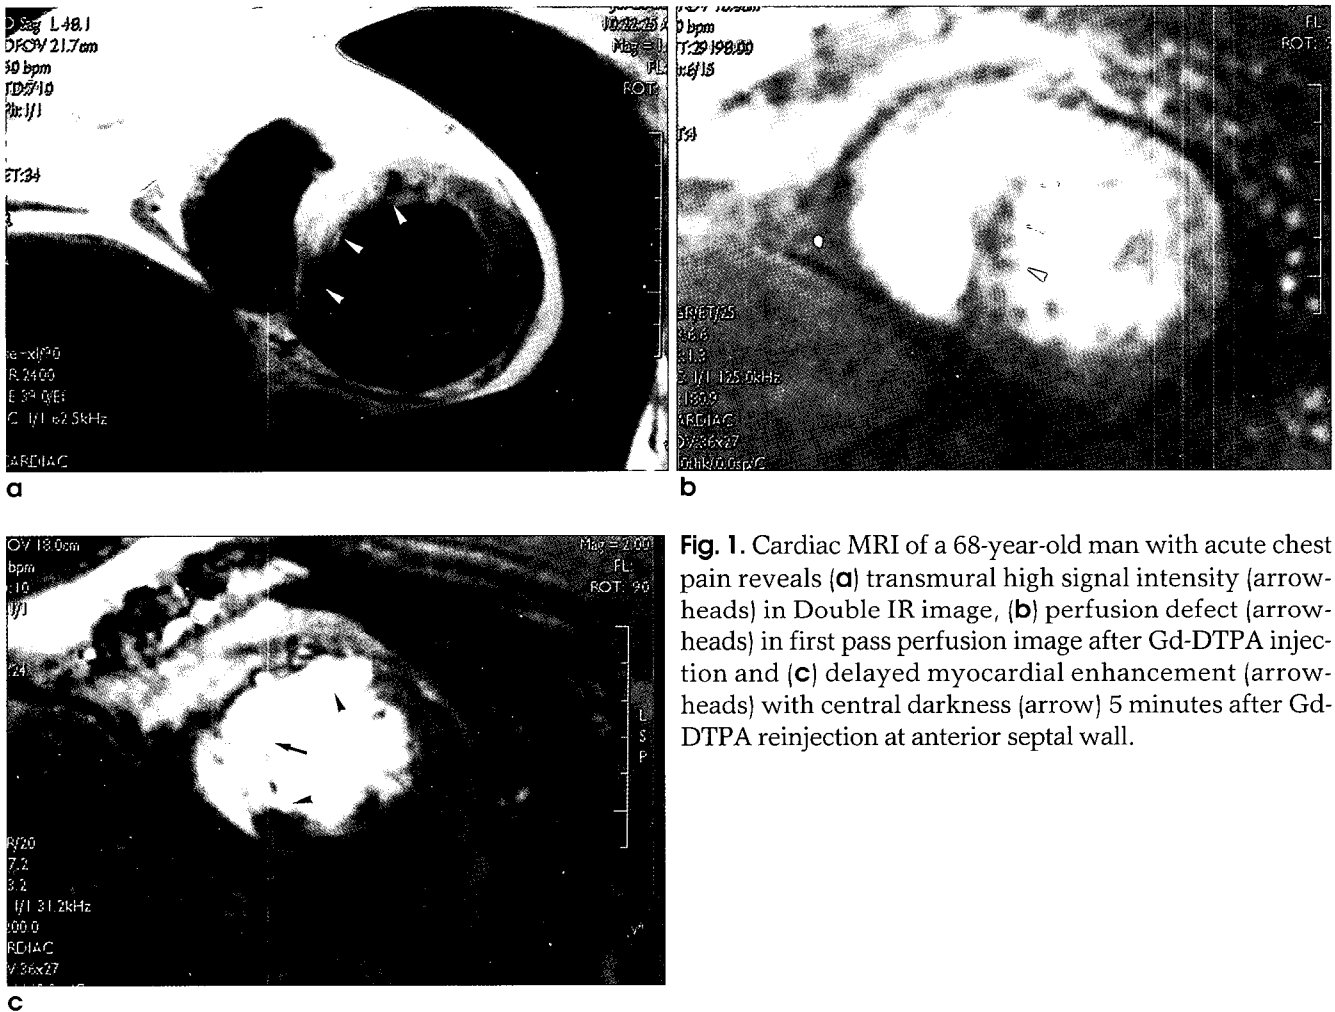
Cardiac MRI of a 68-year-old man with acute chest pain reveals (a) transmural high signal intensity (arrowheads) in Double IR image, (b) perfusion defect (arrowheads) in first pass perfusion image after Gd-DTPA injection and (c) delayed myocardial enhancement (arrowheads) with central darkness (arrow) 5 minutes after Gd-DTPA reinjection at anterior septal wall.
